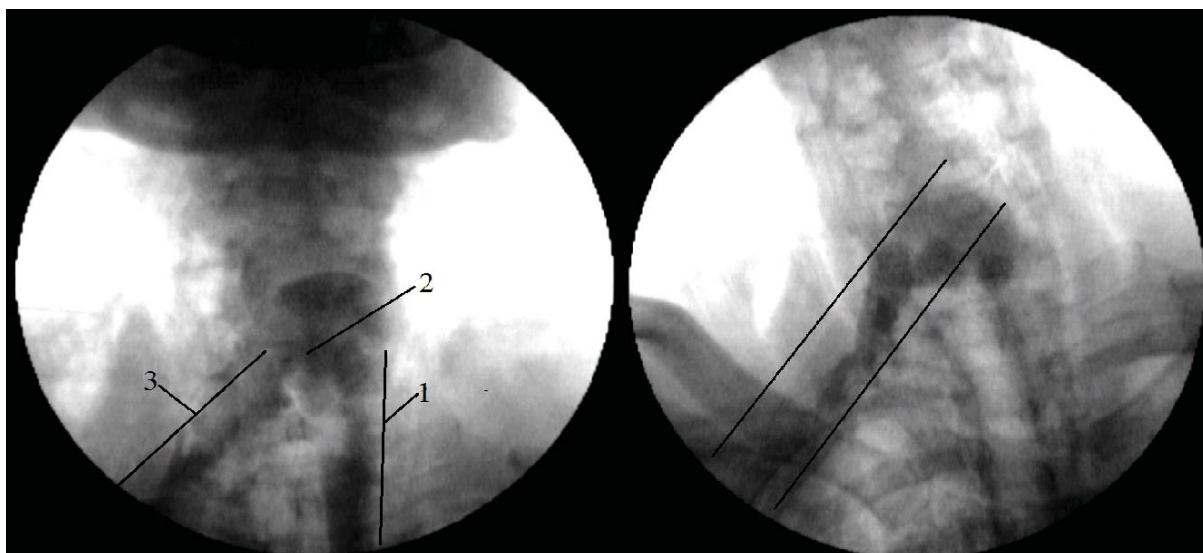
Рентгеноконтрастна езофагоскопія. 1 – просвіт стравоходу; 2 – витікання контрастуючого засобу за межі стравоходу; 3 – рановий канал
